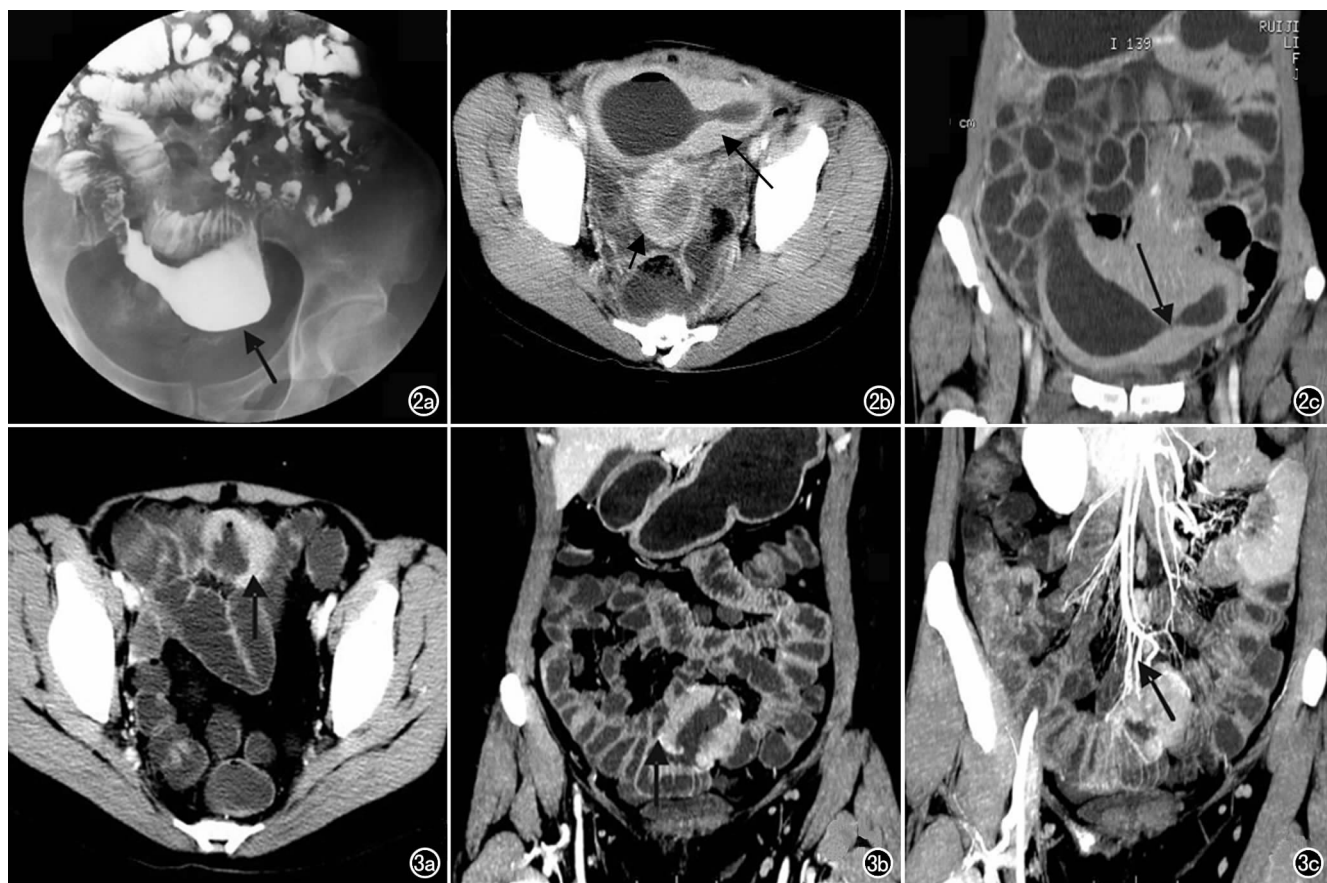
动脉瘤样扩张型NHL。a) 小肠钡灌肠示空回肠交界处局部肠腔充盈扩张,肠黏膜消失(箭); b) CT增强60s,见肠壁局限性增厚(长箭),与其正下方的子宫壁厚度相近(短箭),病变肠管呈均匀中度强化; c) 冠状面重组示扩张与狭窄的管腔并存(箭)。
